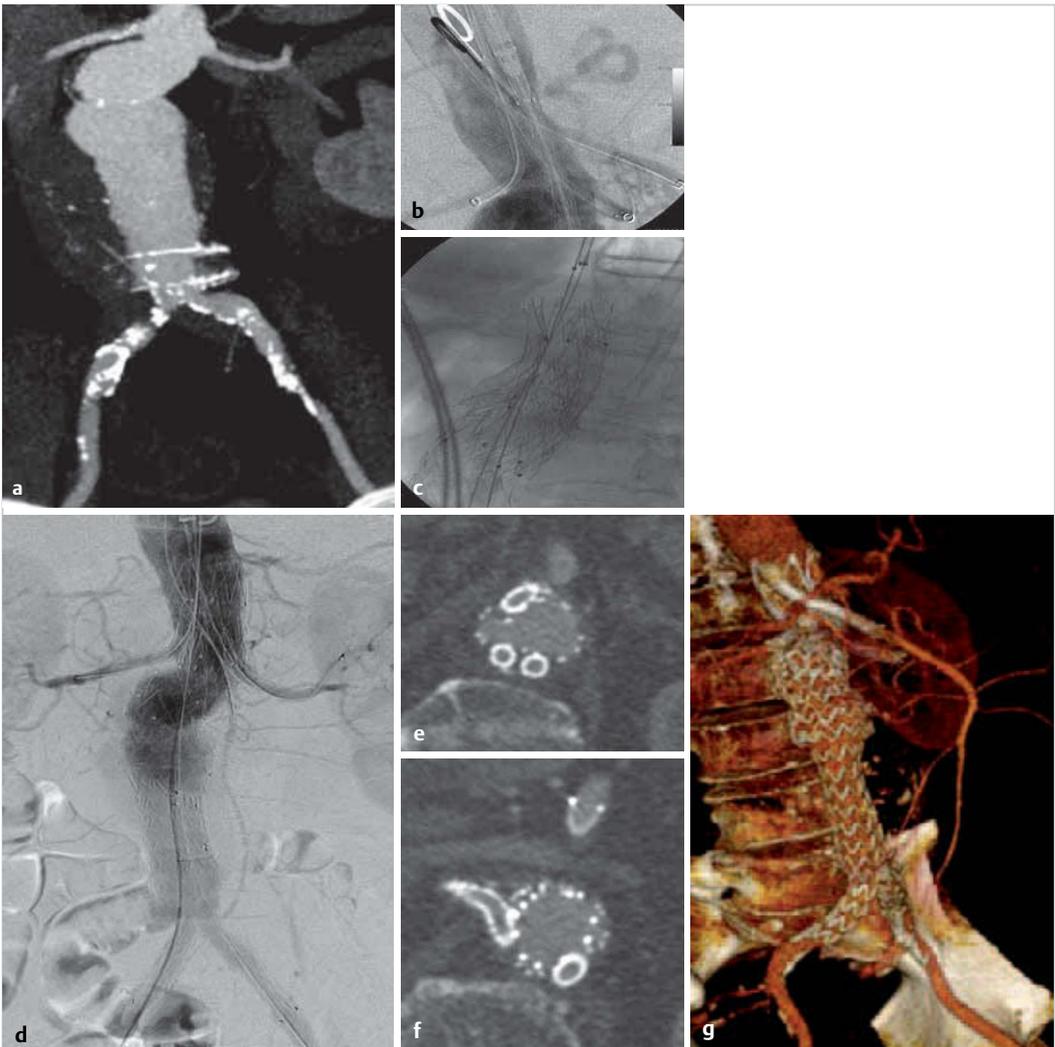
Fenestrierter, spezialangefertigter Endograft im Einsatz. CT-Rekonstruktionen und intraoperatives Bild eines juxtarenalen Aortenaneurysmas, behandelt mit einer 3-fach fenestrierten CMD-Endoprothese.
